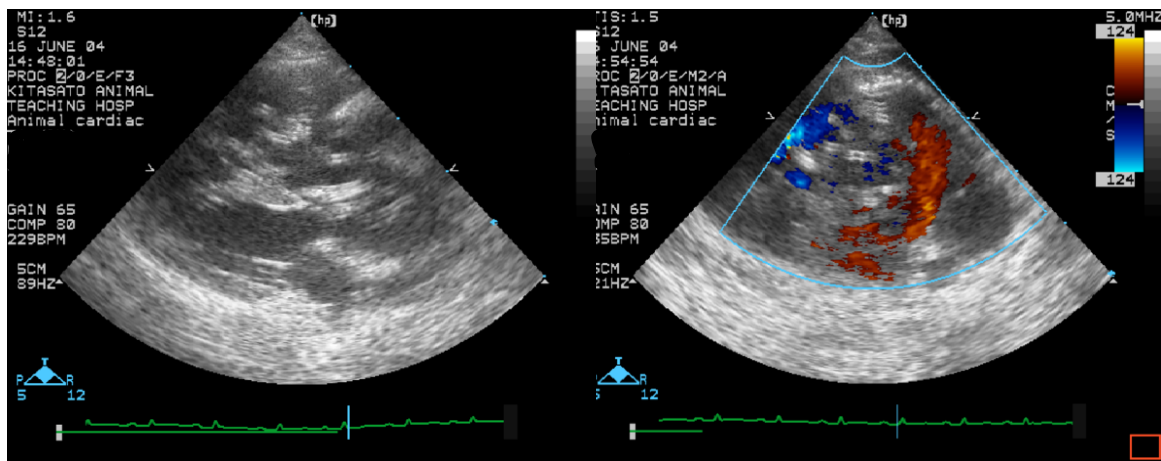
第3病日の心エコー所見(右傍胸骨四腔断面像)。右心房は拡大しており、右心房、右心室にイコールサインがみられ、Caval syndromeを示唆した(左)。カラードプラ法ではTRが認められた(右)。
